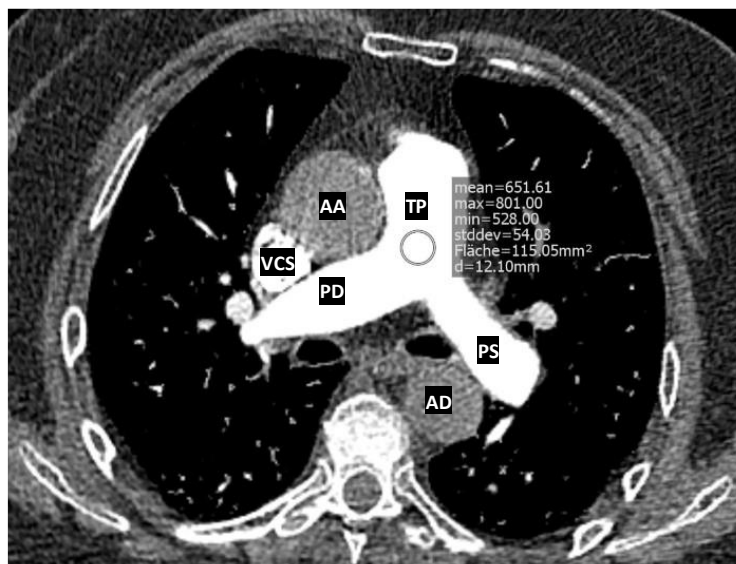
Anatomische Verhältnisse & Messung der Röntgendichte mittels ROI
